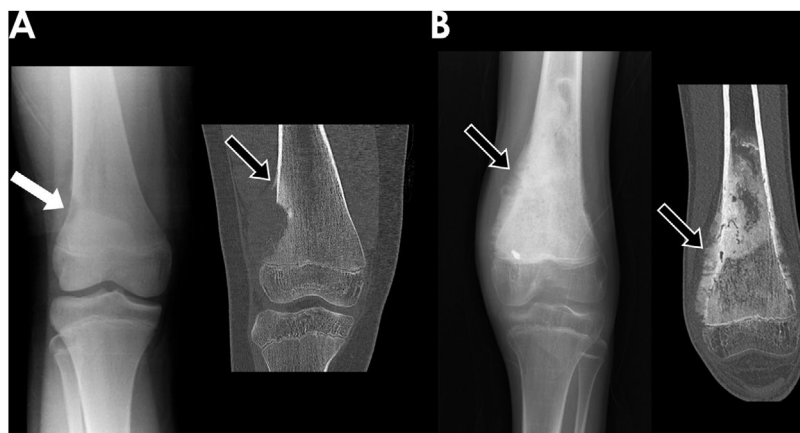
A) Radiografía frontal y reconstrucción de TC en el plano coronal de una niña de 11 años con un osteosarcoma (OS) localizado en la cara lateral de la metáfisis del fémur distal derecho. Se presentaba como una lesión lítica excéntrica con márgenes bien definidos (flecha blanca), disrupción cortical, reacción perióstica agresiva (triángulo de Codman) (flecha negra) y componente de masa de partes blandas. B) Radiografía frontal y reconstrucción de TC en el plano coronal de un niño de 14 años con un OS localizado en la metáfisis del fémur distal izquierdo. La lesión mostraba un patrón blástico con mineralización del osteoide y reacción perióstica de cepillo (flechas negras).
